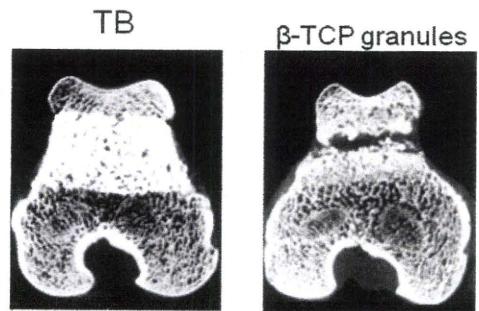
大腿骨骨欠損部(8週後,  $\mu$ -CT画像)
